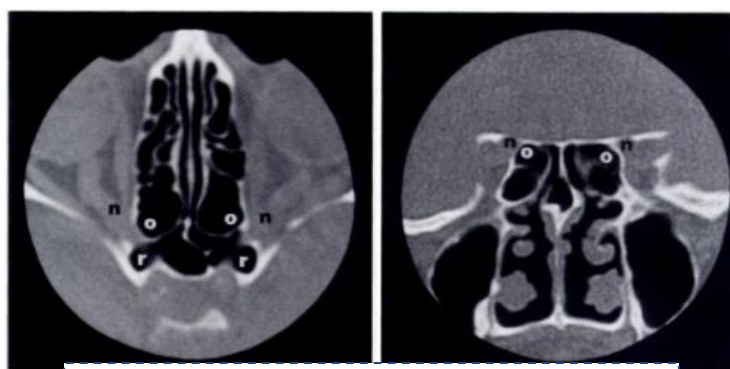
TC mostra células de Onodi bilaterais infero-internas ao nervo óptico em vista axial (esquerda) e coronal (direita)¹⁹
